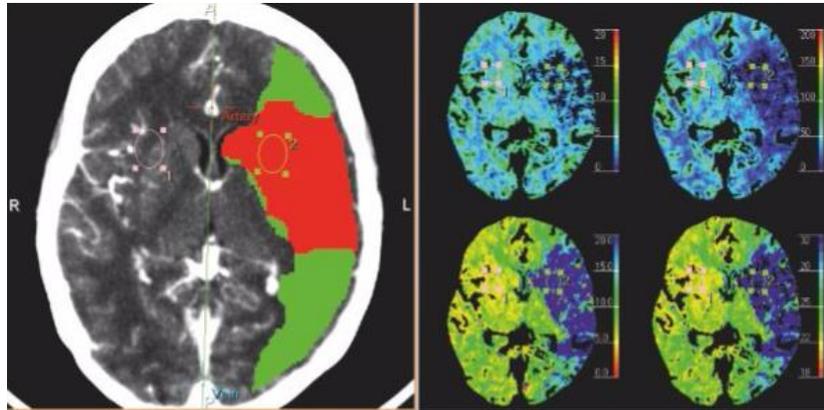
Mismatch CT – IntelliSpace Portal Philips
